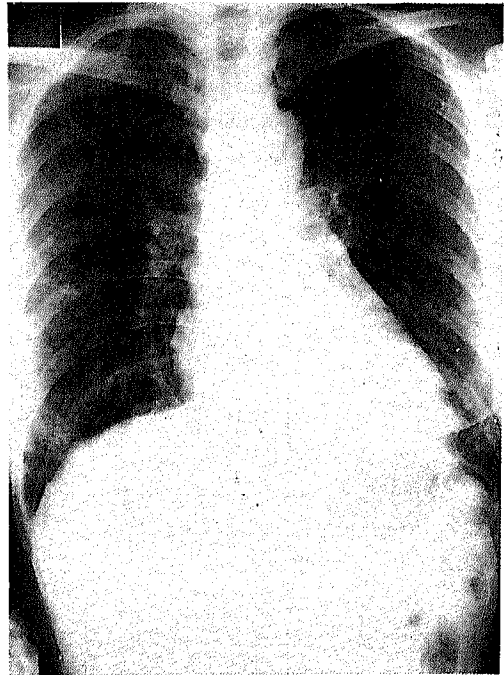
Chest X-ray after steroid therapy.
